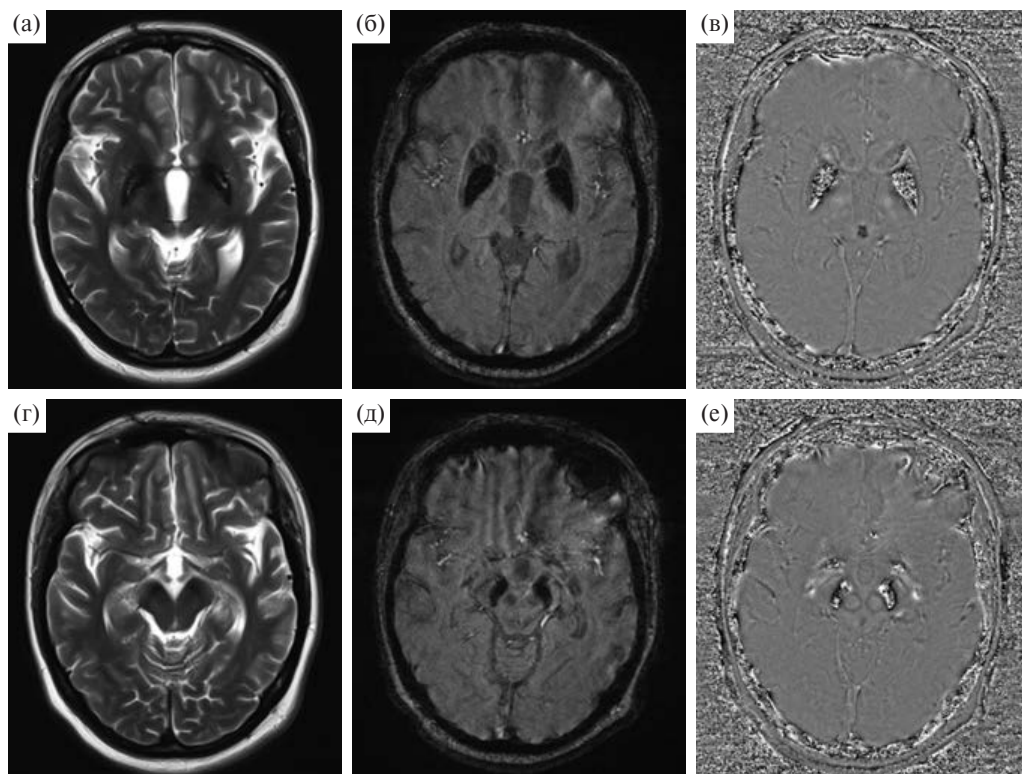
МРТ головного мозга при ННЖМ (пациентка С.Т.). Верхний ряд (а–в) — на уровне подкорковых структур. Нижний ряд (г–е) — на уровне среднего мозга. а, г — в режиме Т2 (а — характерный феномен «глаза тигра»). б, д — в режиме SWI с реконструкцией по магнитуде. в, е — в режиме SWI с реконструкцией по фазе. В скорлупе и ножках мозга — косвенные признаки накопления железа.
